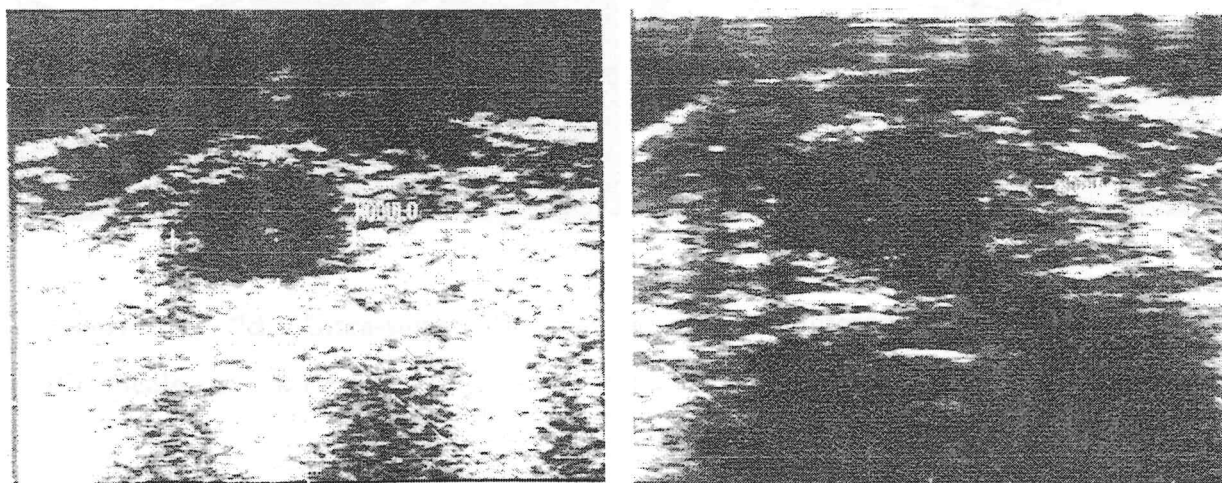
Ultra-sonografia pré e pós-quimioterapia, respectivamente (Protocolo nº 12), Sem Resposta Objetiva.
